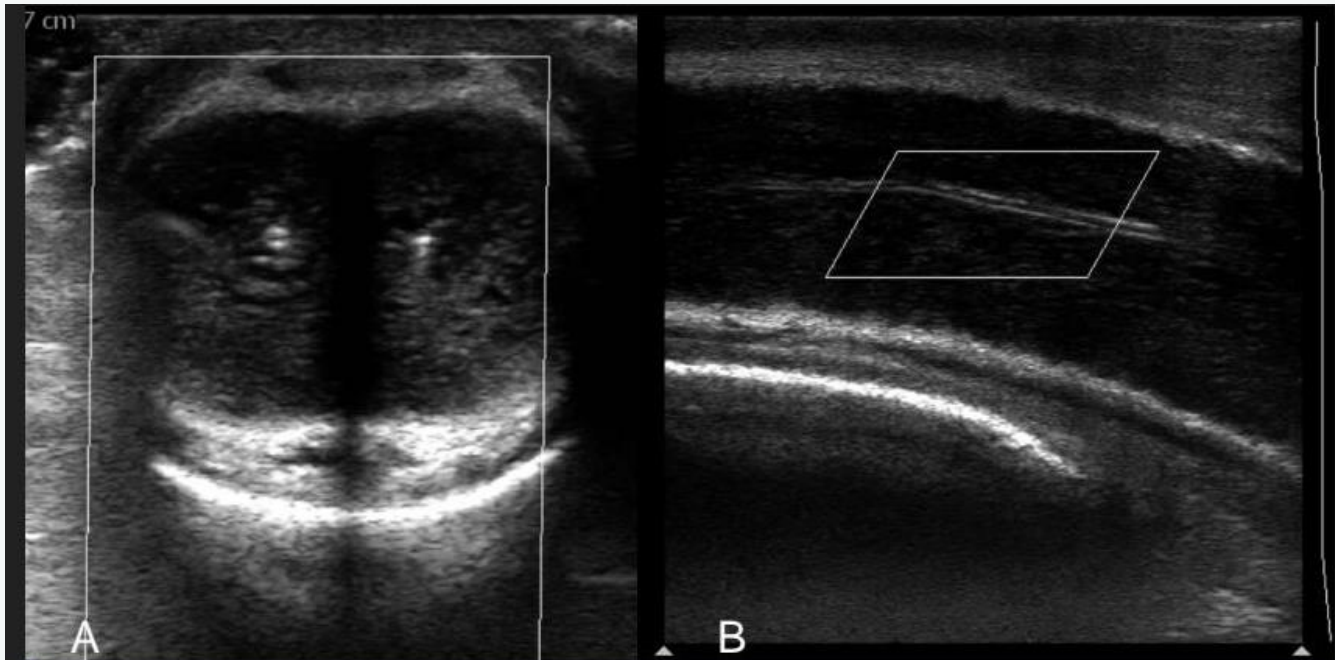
(A, axial; B, longitudinal). Ausência de fluxo detectável ao Doppler nas artérias cavernosas, compatível com priapismo de baixo fluxo (isquêmico).
